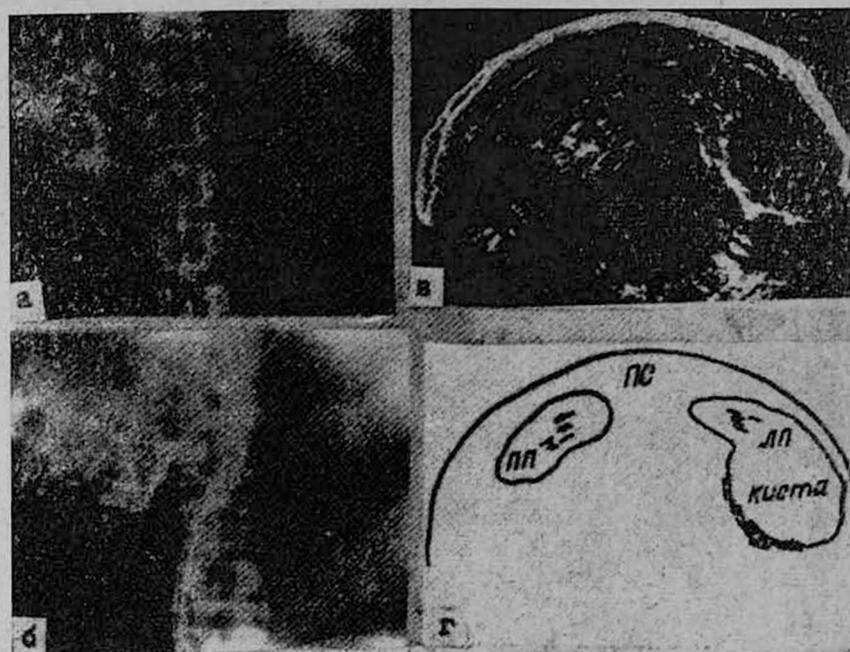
а, б, в. Данные рентгенологического и ультразвунографического обследований больного с солитарной кистой левой почки: а—экскреторная урограмма, б—брюшная аортограмма, в—поперечная ультразвунограмма почек, видна кистозно-измененная левая почка.
